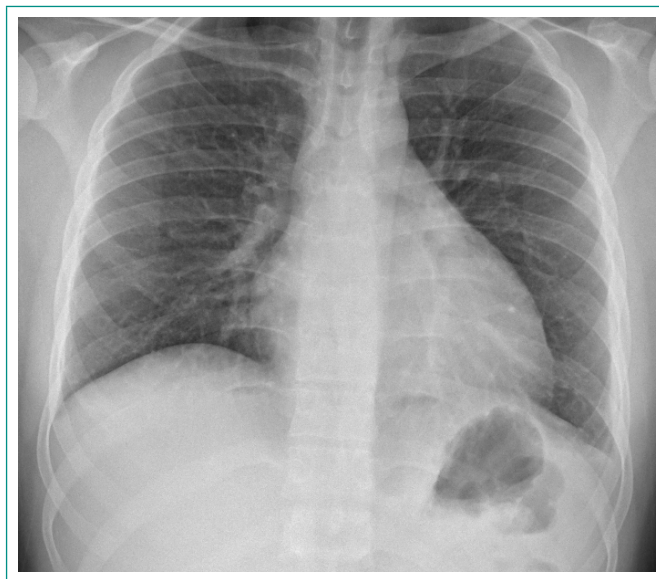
Radiografía de tórax, sin alteraciones.
